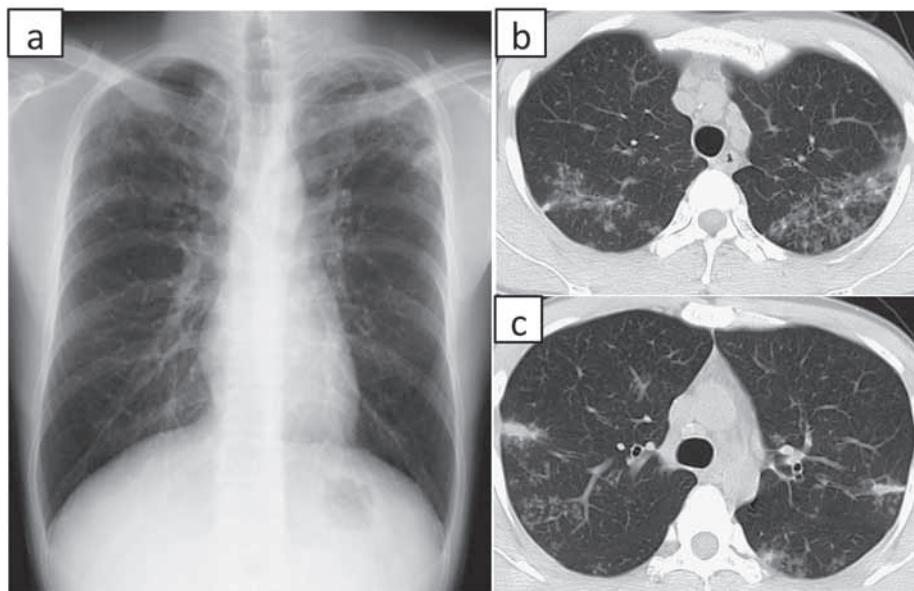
Chest X-ray (A) and Chest CT (B, C) findings on his first visit
